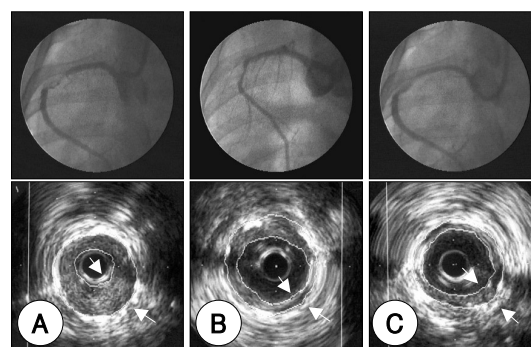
Follow-up coronary angiography (upper panel) and intravascular ultrasound (IVUS) images of the most stenotic lesion within the implanted stent-grafts (lower panel) at 4 weeks. Coronary angiography revealed near total occlusion due to neointima (between two arrows) proliferation (A) and patent stent-graft (B, C). IVUS showed that stent-grafts were fully expanded and covered with neointima in the lumen.
